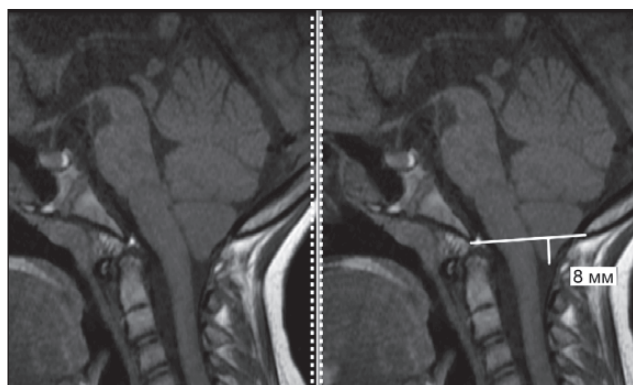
МРТ у режимі T1. Мальформація Кіарі типу 1
